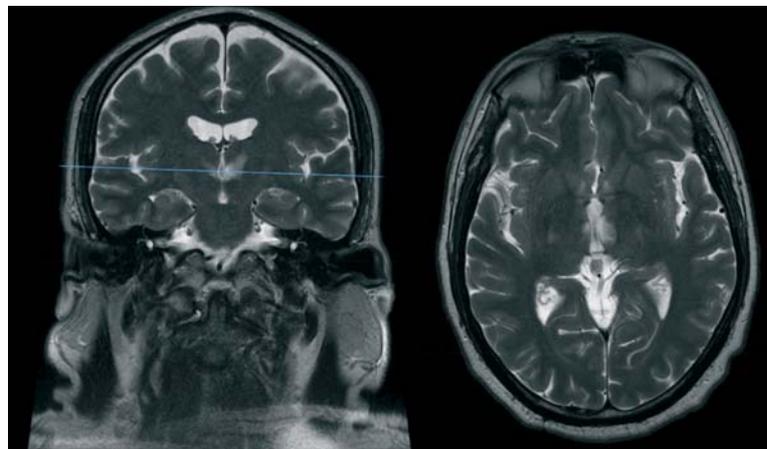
La RM evidenzia una lesione bitalamica antero-mediale.
